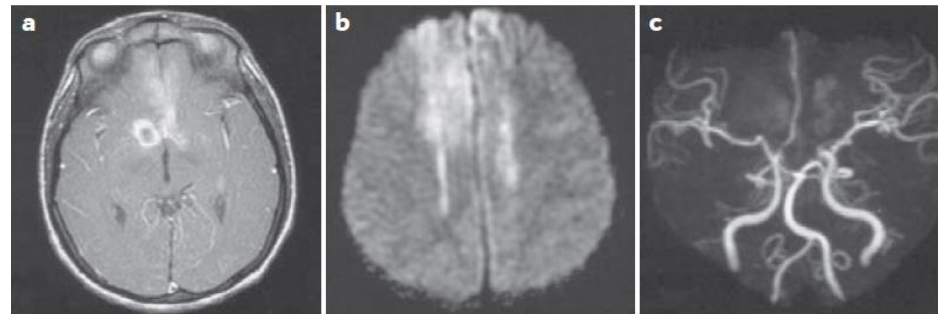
MRI scans from a patient with stage II tuberculous meningitis. The patient had presented with fever for 15 days and altered sensorium for 1 day. a | Granuloma in T1 contrast axial section. b | Anterior cerebral artery territory infarction in diffusion-weighted sequence. c | Narrowing right anterior cerebral artery and occlusion of left anterior communicating artery.
